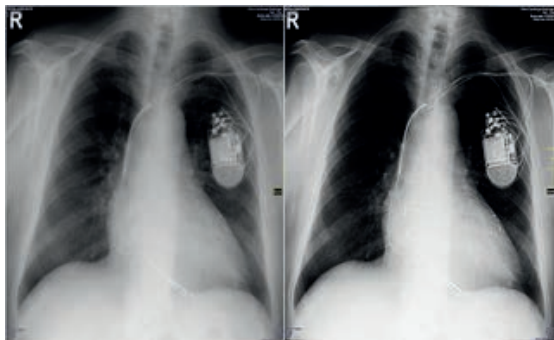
Radiografie toracică post CRT-D fără supraexpunere (stânga) și respectiv cu supraexpunere pentru vizualizarea sondelor de stimulare (dreapta)
